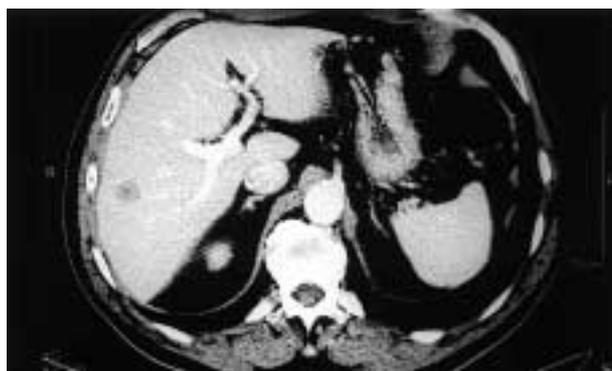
Imagen del TAC del NNS del hígado en el caso n.º 2.
